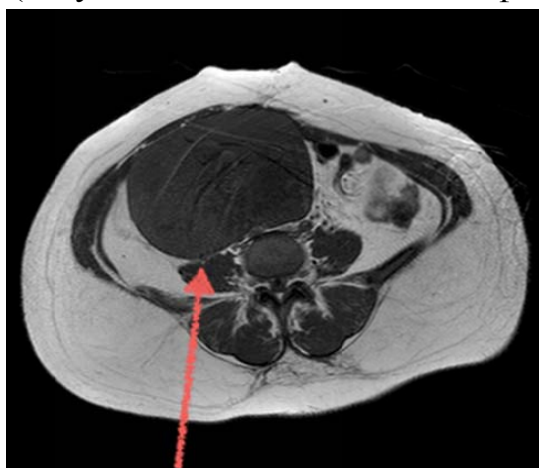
МРТ диагностика кистомы яичника.
